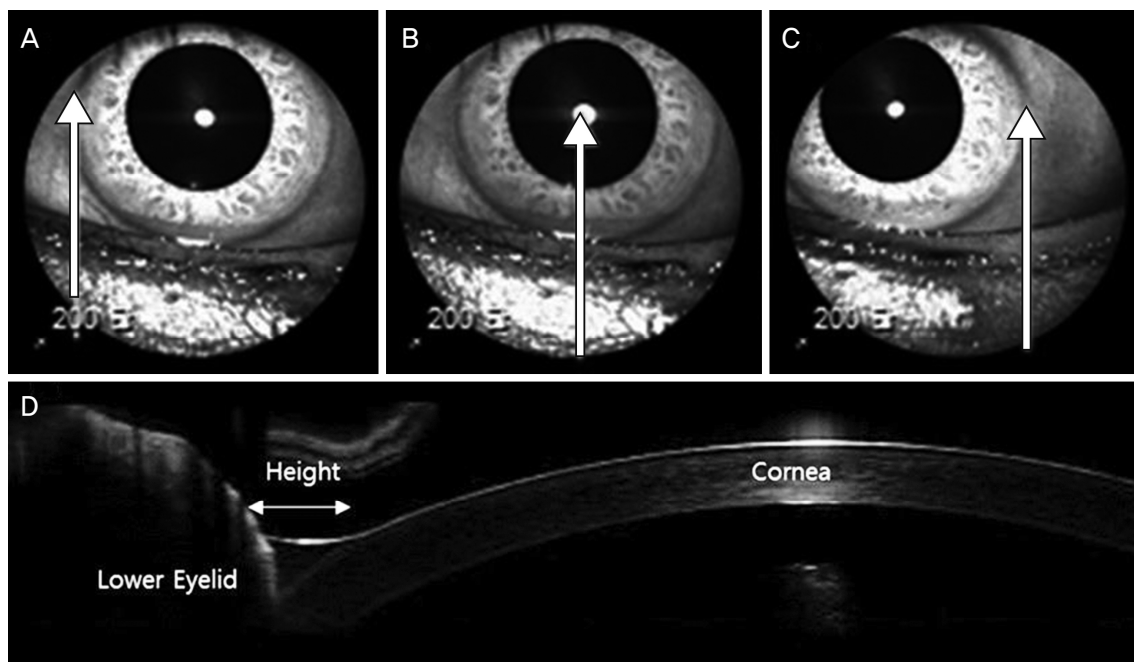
Anterior segment optical coherence tomography image of the lower eyelid tear meniscus captured at three points. (A) medial point, the vertical axis of the medial limbus (B) central point, the vertical axis of the corneal center (C) lateral point, the vertical axis of the lateral limbus (D) cross-sectional view. (A-C) arrows indicate vertical line centered at three points. (D) arrow indicates tear meniscus height.
